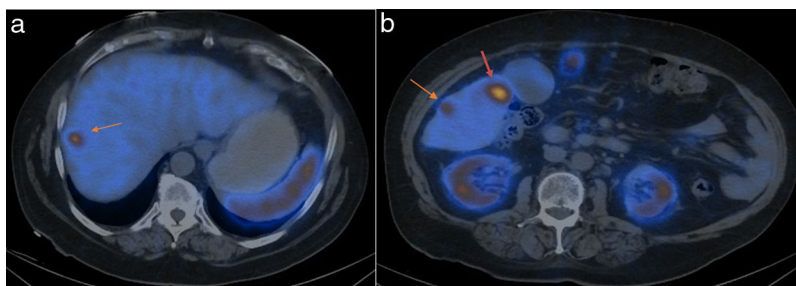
SPECT/TC con un análogo de la somatostatina. A) Hiperfijación del radiofármaco en lesión hepática del segmento VIII. B) Hiperfijación del radiofármaco en lesiones hepáticas de los segmentos IVb y V, todo ello sugestivo de M1 hepáticas con sobreexpresión de receptores de somatostatina.
